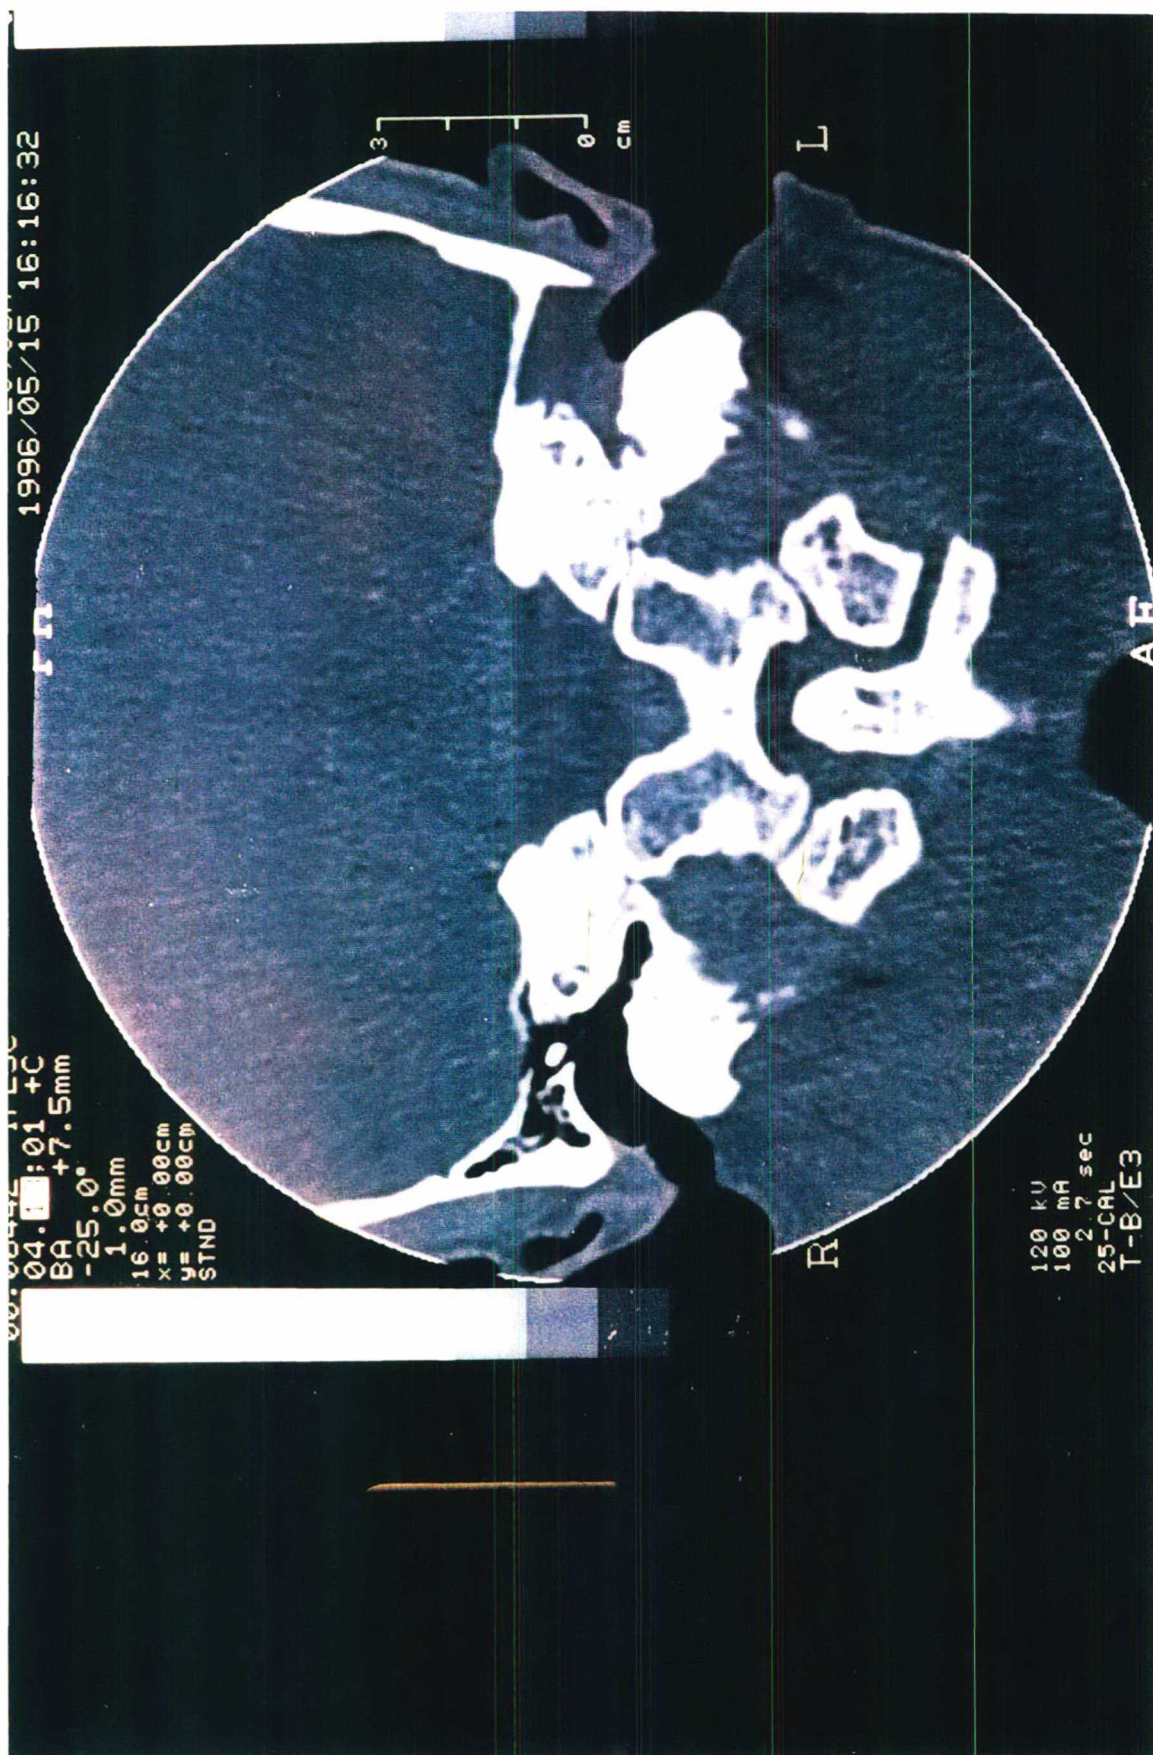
Tomografia computadorizada de crânio em corte axial: velamento de mastoide e do ouvido médio esquerdo, com perda do trabeculado e não identificação dos ossículos.
